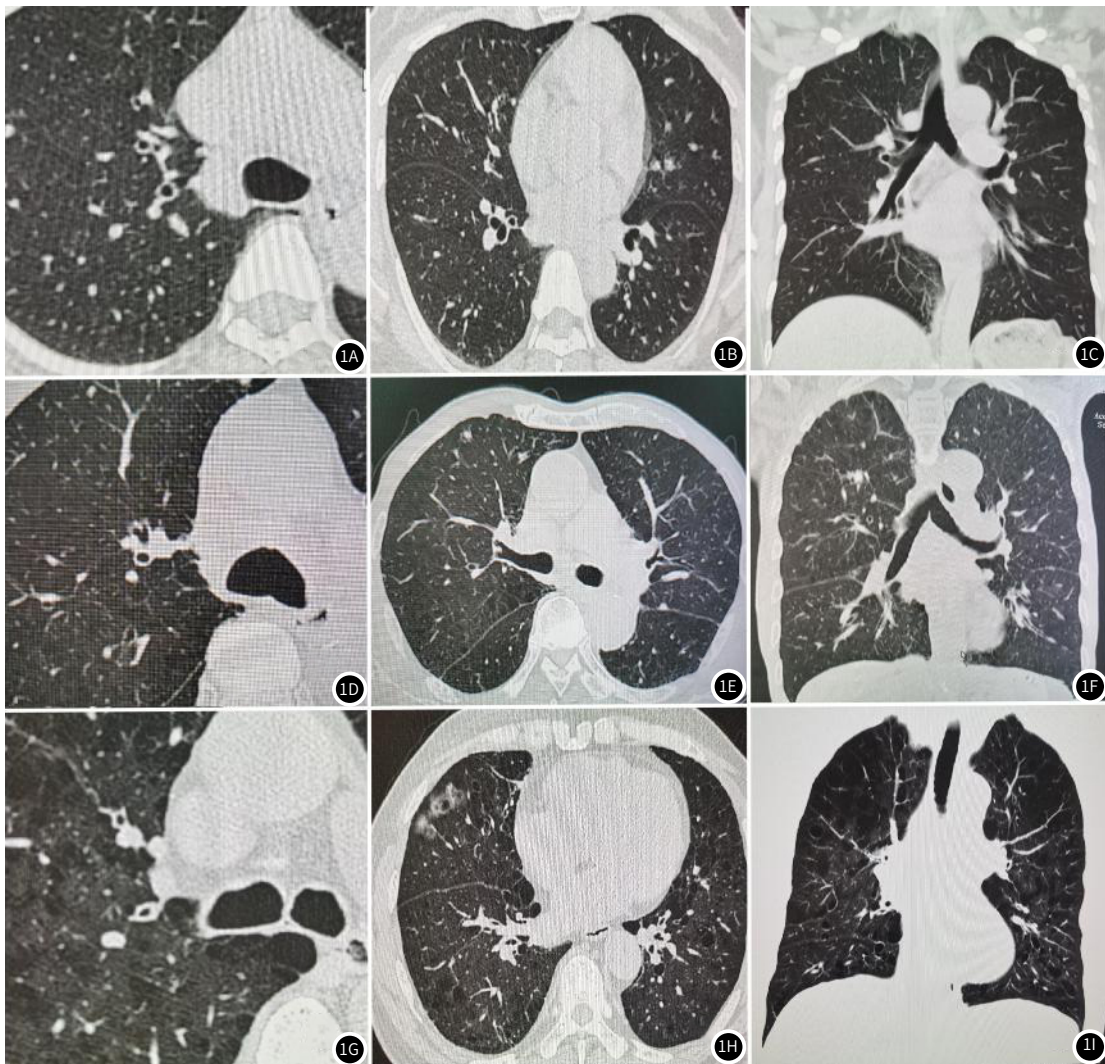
不同CT表型患者HRCT特征注: 1A~1C: 患者男, 56岁, HRCT分型A型, 轻度肺水肿, 右上肺尖段支气管管壁增厚程度为0级; 1D~1F: 患者男, 60岁, HRCT分型E型, 中度肺水肿, 右上肺尖段支气管管壁增厚程度为0级; 1G~1I: 患者男, 63岁, HRCT分型M型, 中度肺水肿, 右上肺尖段支气管管壁增厚程度为1级。
